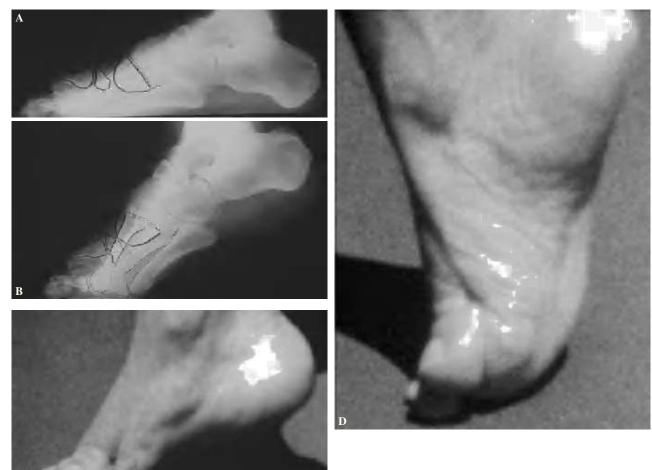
Grave insuficiencia del apoyo anterointerno por resección ósea, pososteomielitis posquirúrgica. El despegue se hace con los metatarsianos centrales. (A) Radiografía plantígrada. (B) Radiografía de despegue. (C) Imagen al inicio del despegue. (D) Imagen al final del despegue.
